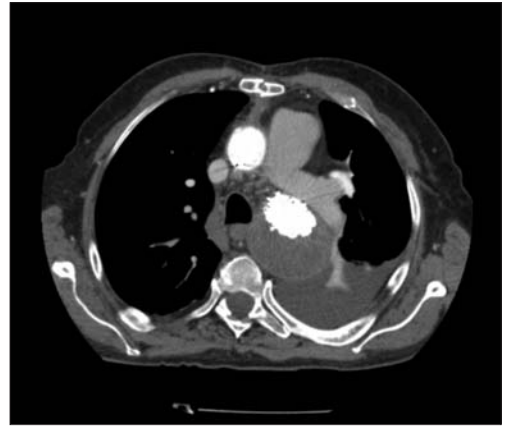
Corte axial de TC postoperatorio (endoprótesis) en paciente con aneurisma de aorta torácica descendente.
